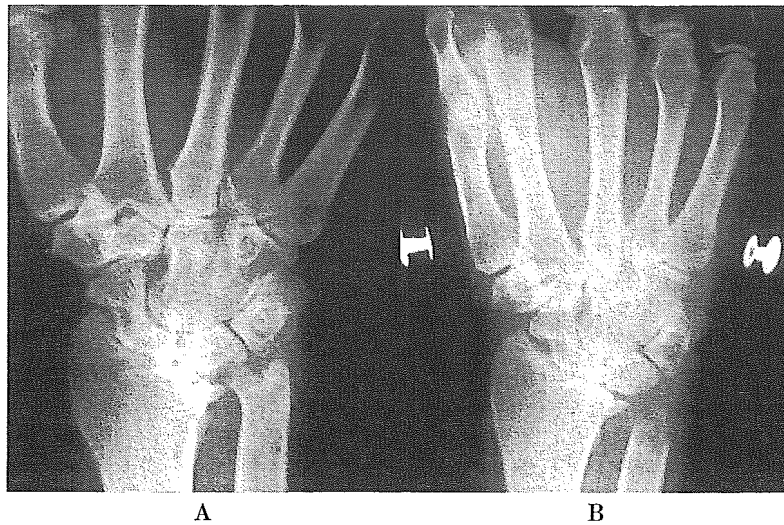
53歳女性, 右RA手関節, stage II. (A)術前X線写真. RAに罹患した典型的な手関節像を呈している. (B)Darrach手術3年後のX線写真. 手根骨全体が尺側偏位しており橈骨と大菱形骨が強く接近している.
